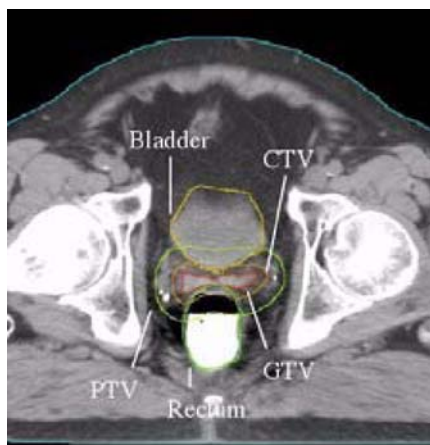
CT de planeamento de um doente com carcinoma da próstata, com o respectivo contorno das estruturas críticas (bexiga e recto) e dos volumes-alvo (CTV, PTV e GTV).
